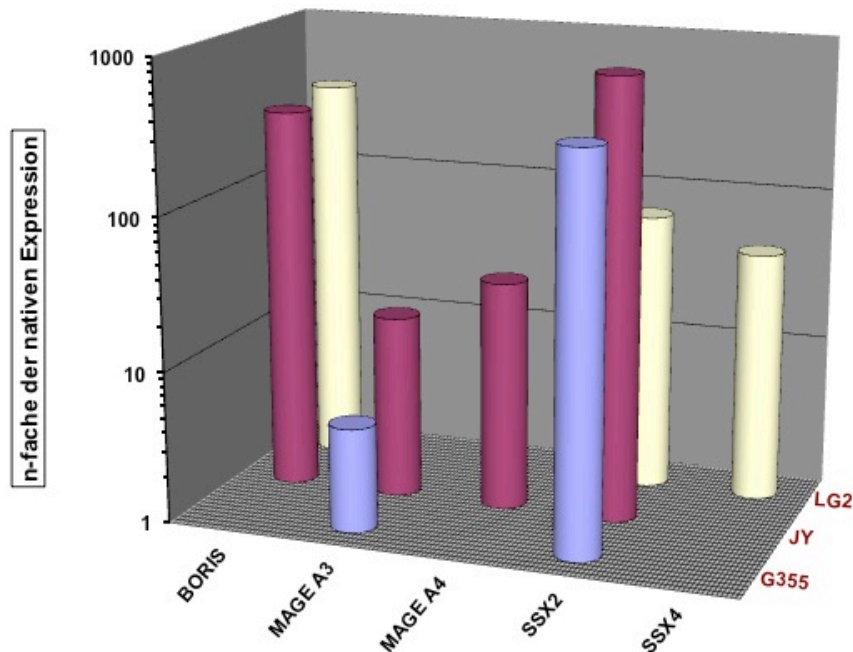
CTA-Expression der LCLs nach der Behandlung mit Aza + Valproat.
